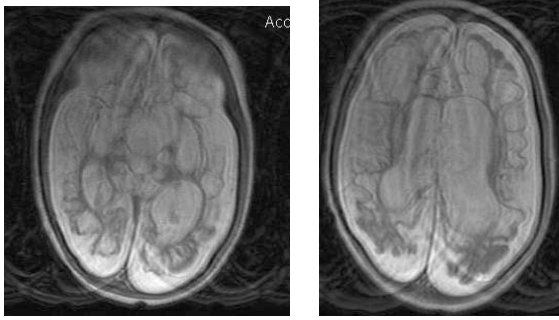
Caz 7. IRM cerebral (secțiune axială) – encefalopatie multichistică: emisfere cerebrale de volum diminuat, în substanța albă formațiuni multichistice, mărginită de scoarța cerebrală liniară, ventriculi laterali lărgiți asimetrici.
